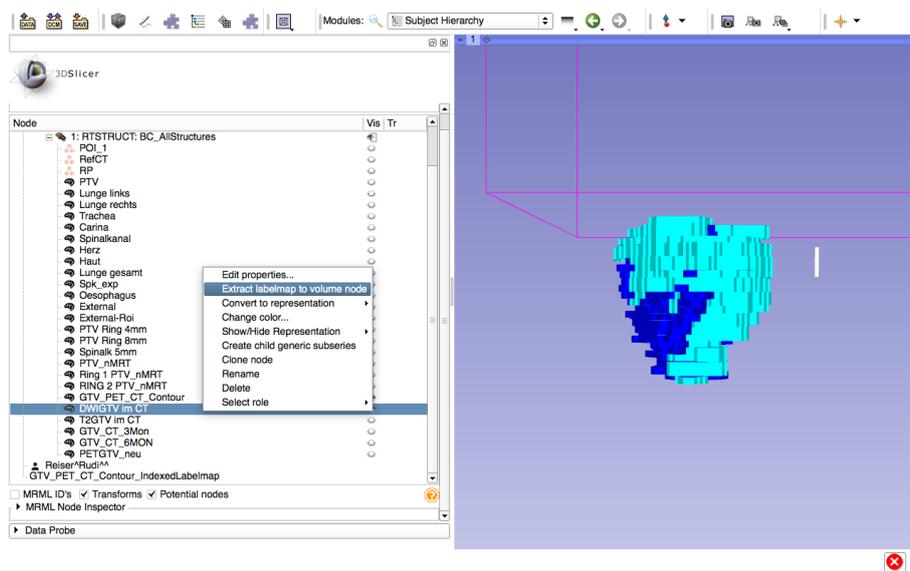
Auswahl der dargestellten Konturen (DWI: türkis, PET/CT: blau)
